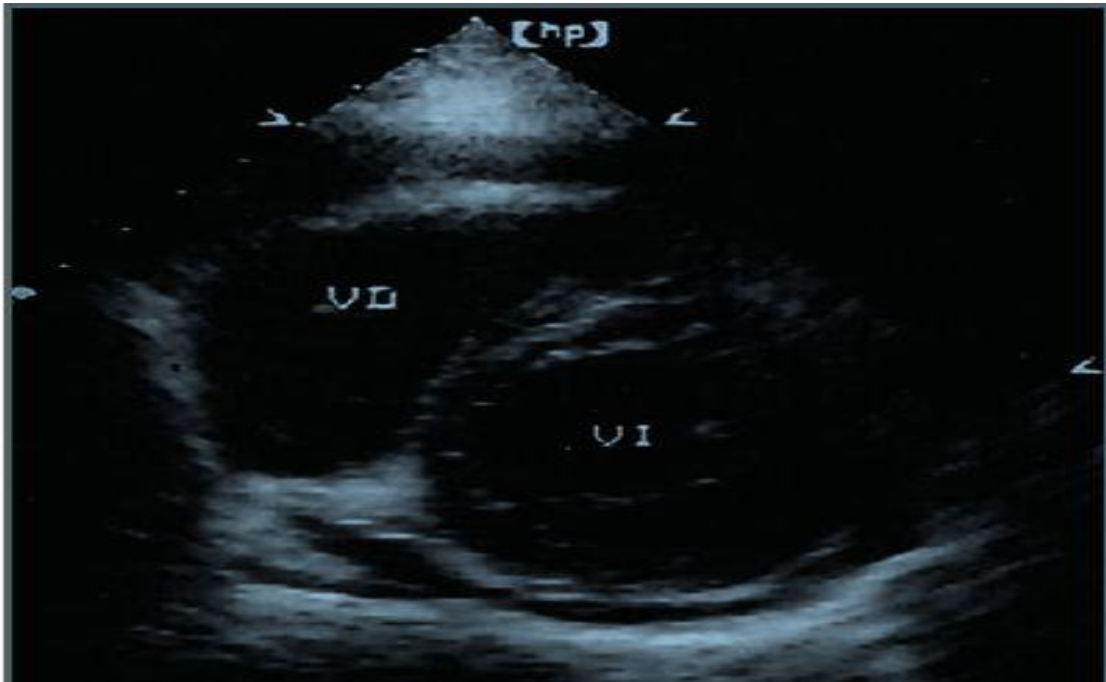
Echocardiographie parasternale (coupe petit axe) montrant la dilatation du ventricule droit avec une morphologie en lune croissante du VD. Les images en temps réel révèlent la réduction du mouvement et/ou un manque d'épaississement systolique des parois compromises.
